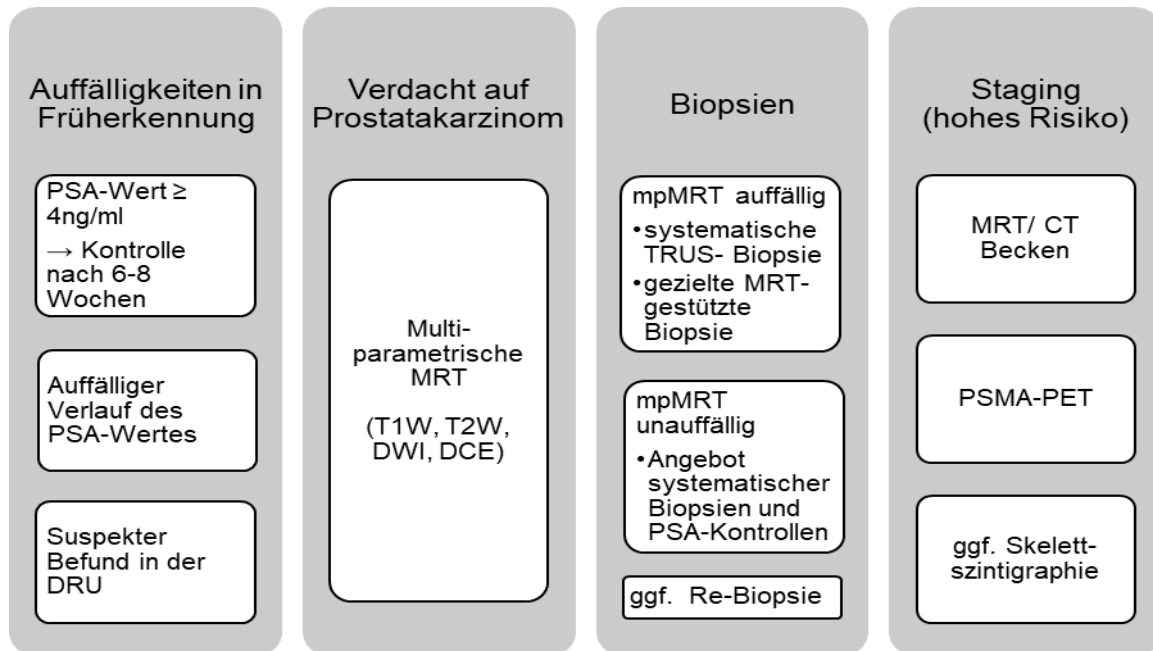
Diagnostischer Ablauf beim Prostatakarzinom: Im Falle suspekter Befunde in der Früherkennung wird die weitere Diagnostik veranlasst. Dabei werden nach Durchführung einer multiparametrischen Prostata-MRT bei Auffälligkeiten durch transrektalen Ultraschall gestützte, systematische und gezielte MRT-Biopsien angewandt. Bei einer unauffälligen mpMRT werden systematische Biopsien und Kontrollen des PSA-Wertes angeboten. Bei Hochrisikokarzinomen (Gleason-Score \geq 8 oder Kategorie \geq cT3/4) können Beckenaufnahmen mit MRT oder CT, eine Prostataspezifisches Membranantigen (PSMA)- Positronenemissionstomographie (PET) und bei Knochenschmerzen eine Ganzkörper-Skelettszintigraphie durchgeführt werden. Abkürzungen: Prostataspezifisches Antigen (PSA), Nanogramm (ng), Milliliter (ml), digital-rektale Untersuchung (DRU), T1-Gewichtung (T1W), T2-Gewichtung (T2W), diffusionsgewichtete Sequenz (DWI), dynamische kontrastmittelverstärkte Sequenz (DCE), multiparametrische Magnetresonanztomographie (mpMRT), Magnetresonanztomographie (MRT), Computertomographie (CT), Prostataspezifisches Membranantigen - Positronenemissionstomographie (PSMA-PET), gegebenenfalls (ggf.)
